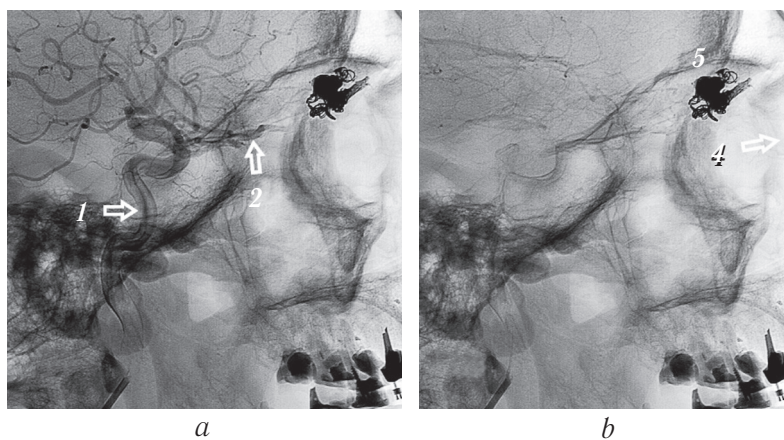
Контрольная ангиограмма правой внутренней сонной артерии и сосудов правой глазницы, сагиттальная проекция: артериальная (*a*) и венозная (*b*) фазы. В артериальную стадию (*a*) контрастируется глазная артерия (2), сосудистая сеть новообразования не определяется. В полости образования в обе стадии ангиографии (*a* и *b*) визуализируются рентгеноконтрастные эмболизующие микроспиралы (5). В венозную стадию (*b*) отток из опухоли в правую лицевую вену отсутствует (4)
